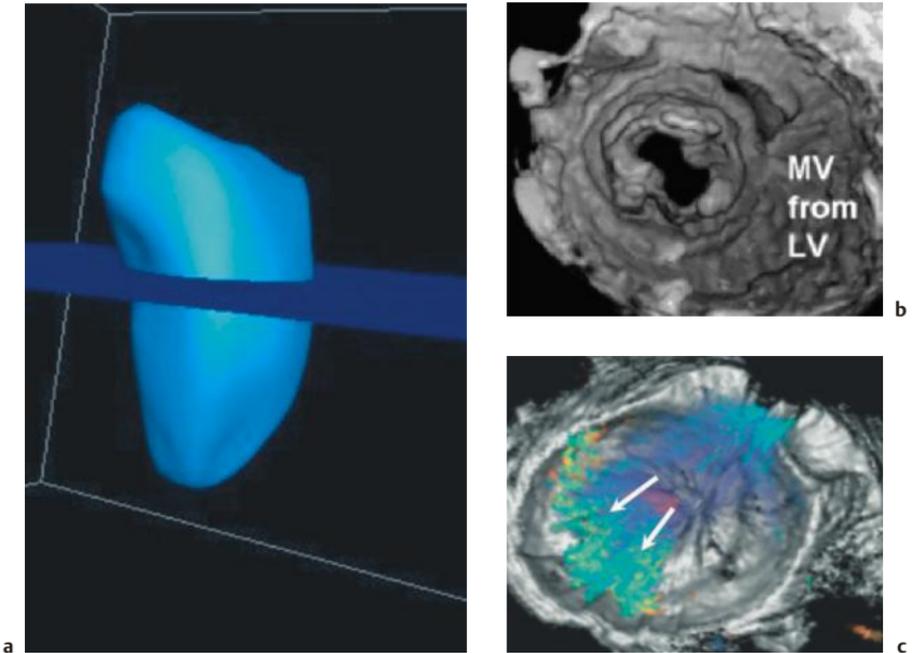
Mit der 3D-Echokardiografie eröffnen sich neue Perspektiven:
